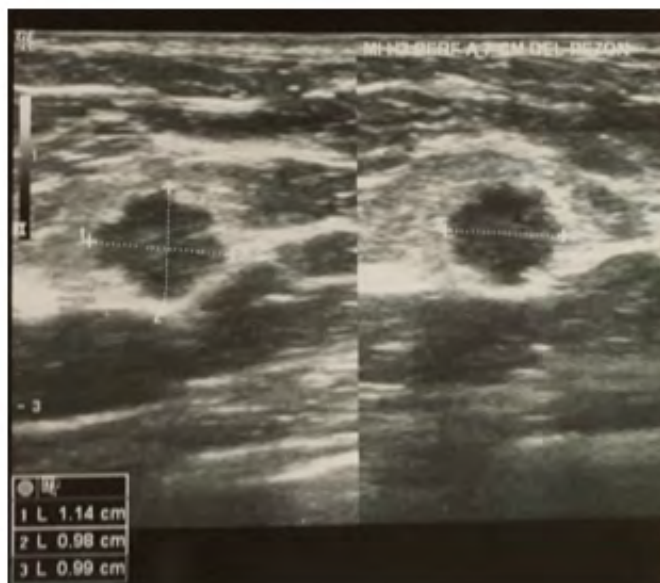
Ecografía mamaria bilateral, presencia de nódulo no circunscrito de 11 mm, en mama izquierda.
